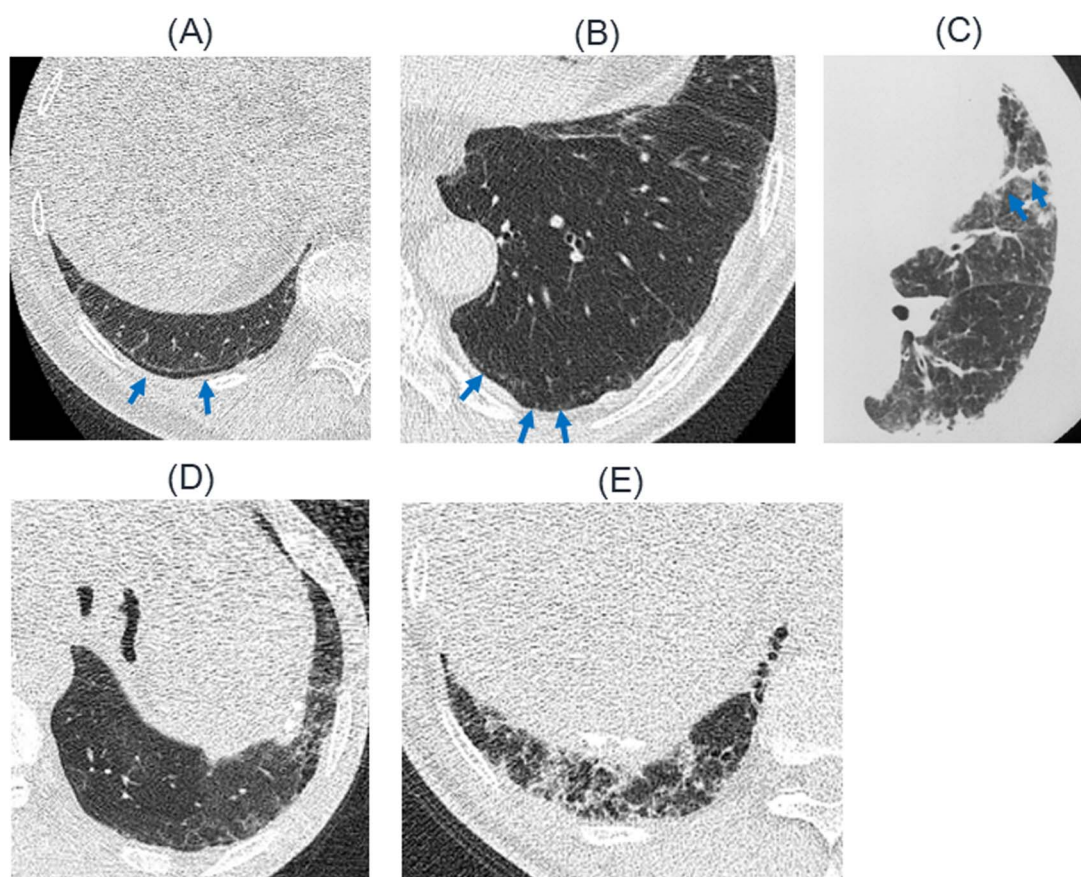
Examples of pulmonary CT findings. (A) Subpleural curvilinear shadow, (B) subpleural dots, (C) parenchymal band, (D) ground-glass opacity, and (E) intralobular reticular opacities.
